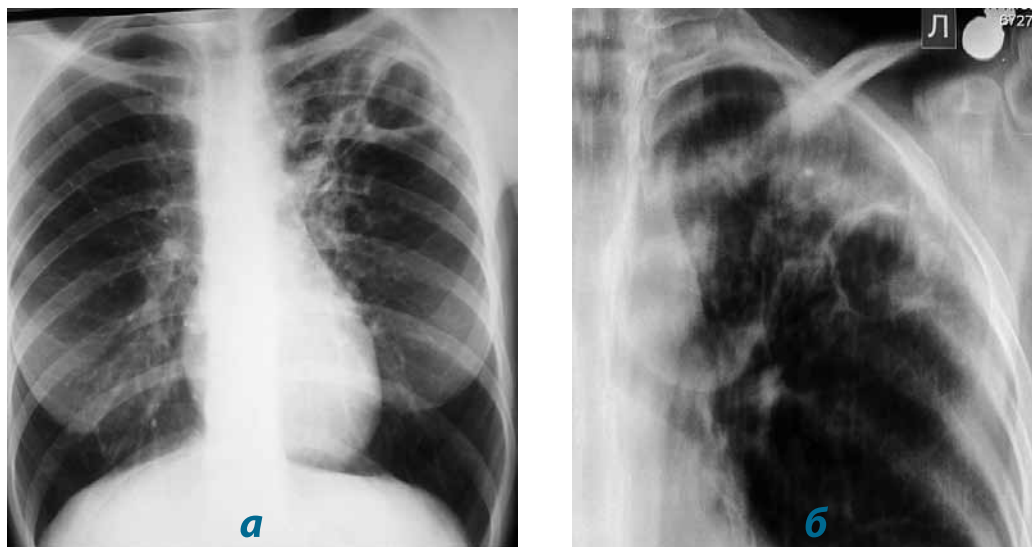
Обзорная рентгенограмма (а) и томограмма верхних отделов правого легкого (б) пациентки Л. на момент выявления туберкулеза. Пояснения – в тексте
